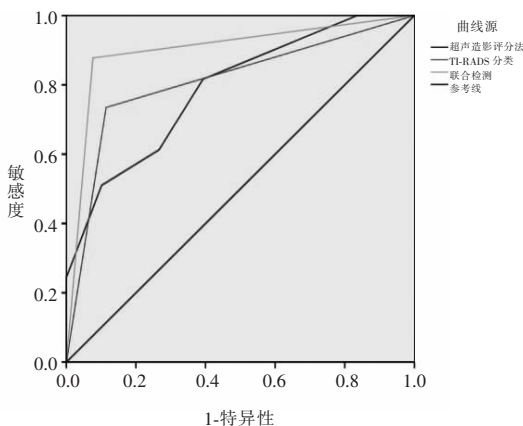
超声造影评分法联合 TI-RADS 分类鉴别诊断甲状腺结节效能分析
